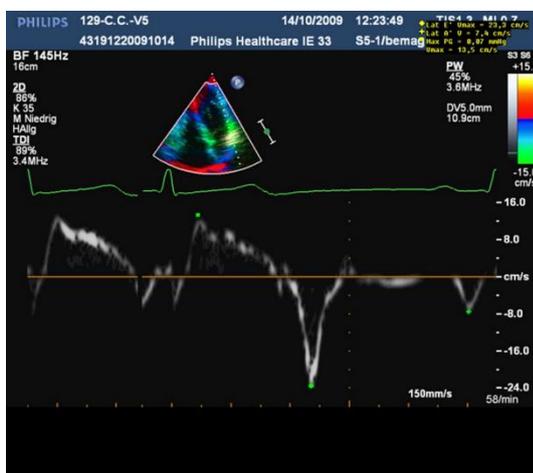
Beispielhafte Darstellung der TDI Messungen (Tissue Doppler Imaging)
